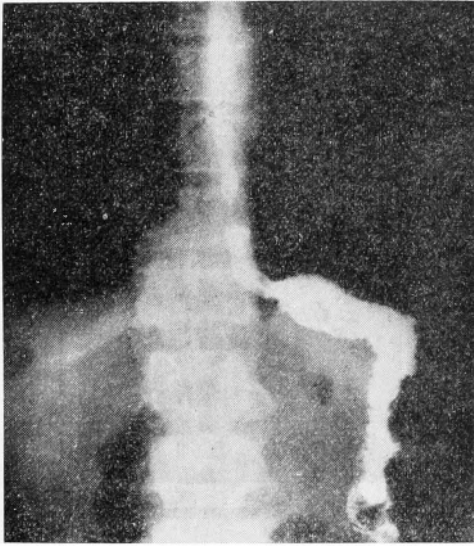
Postoperative Röntgenkontrolle.
